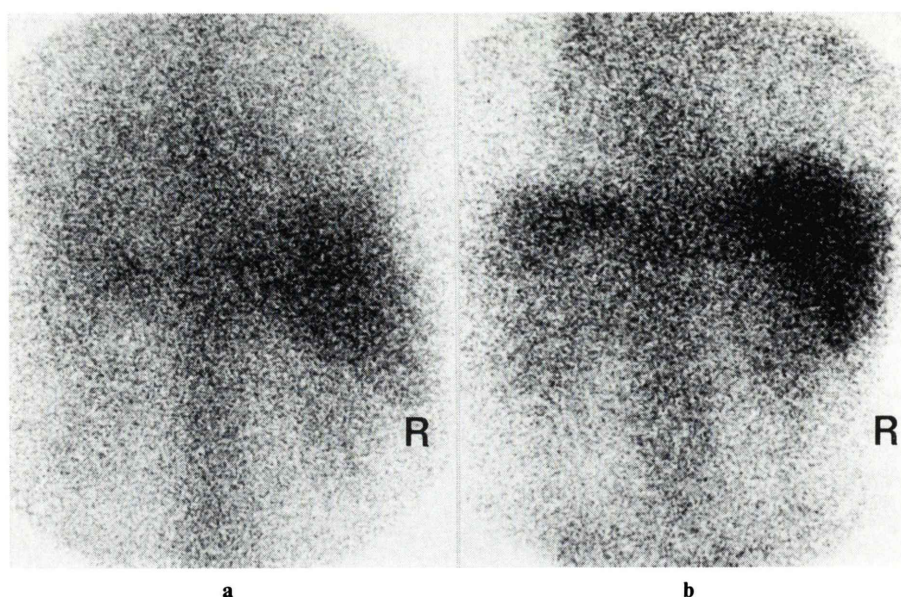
Case 4. 55 year-old-male with hypopharyngeal cancer. a: ^{67}Ga scintigraphy in March 1989. b: ^{67}Ga scintigraphy in November 1989.
